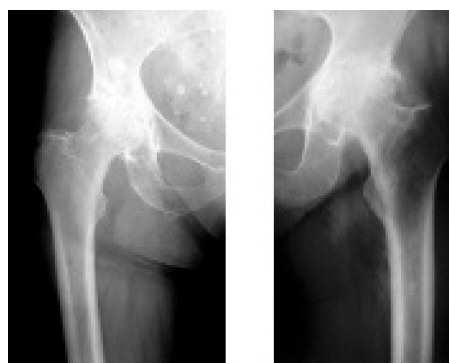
Рентгенограммы пациента 3. до операции
